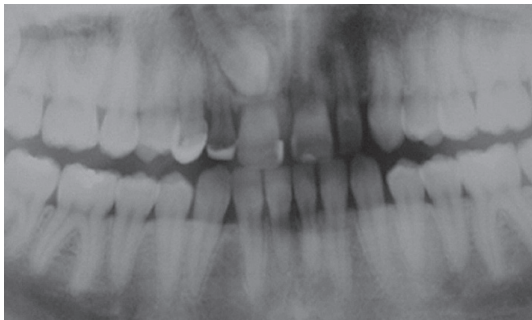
Radiografia do caso evidenciando a agenesia do 12 e o 13 incluso causando reabsorção radicular do 11
